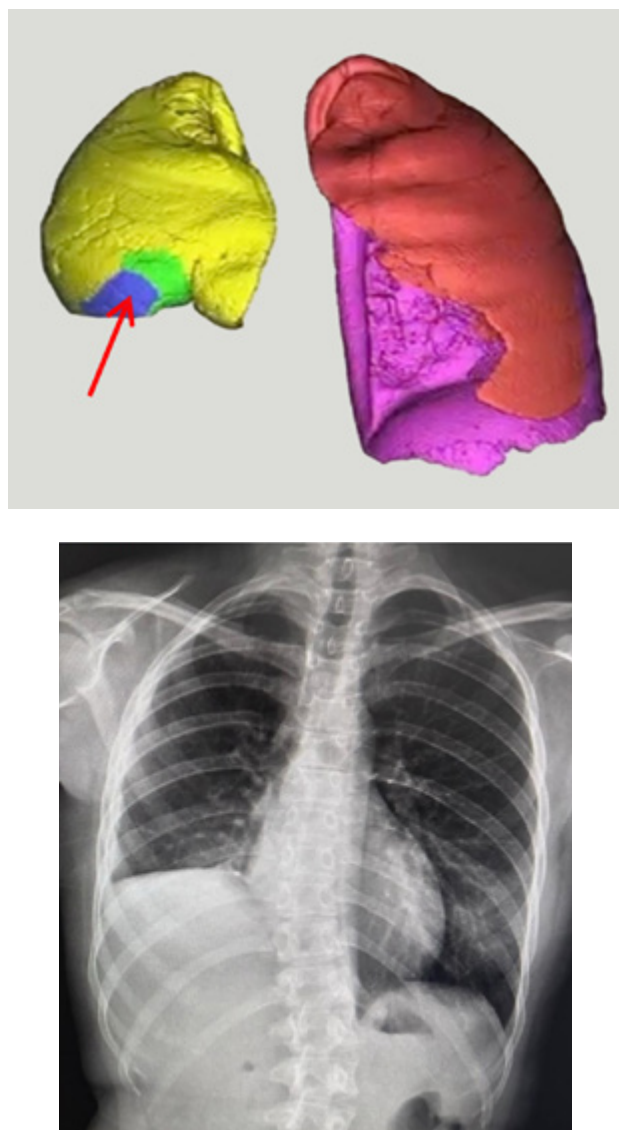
TC de tórax —reconstrucción 3D— postoperatoria y representación esquemática de las zonas reseadas (aquí en azul y verde). Rx de tórax: muestra adecuada reexpansión, mínimo derrame pleural y elevación de cúpula diafragmática.
